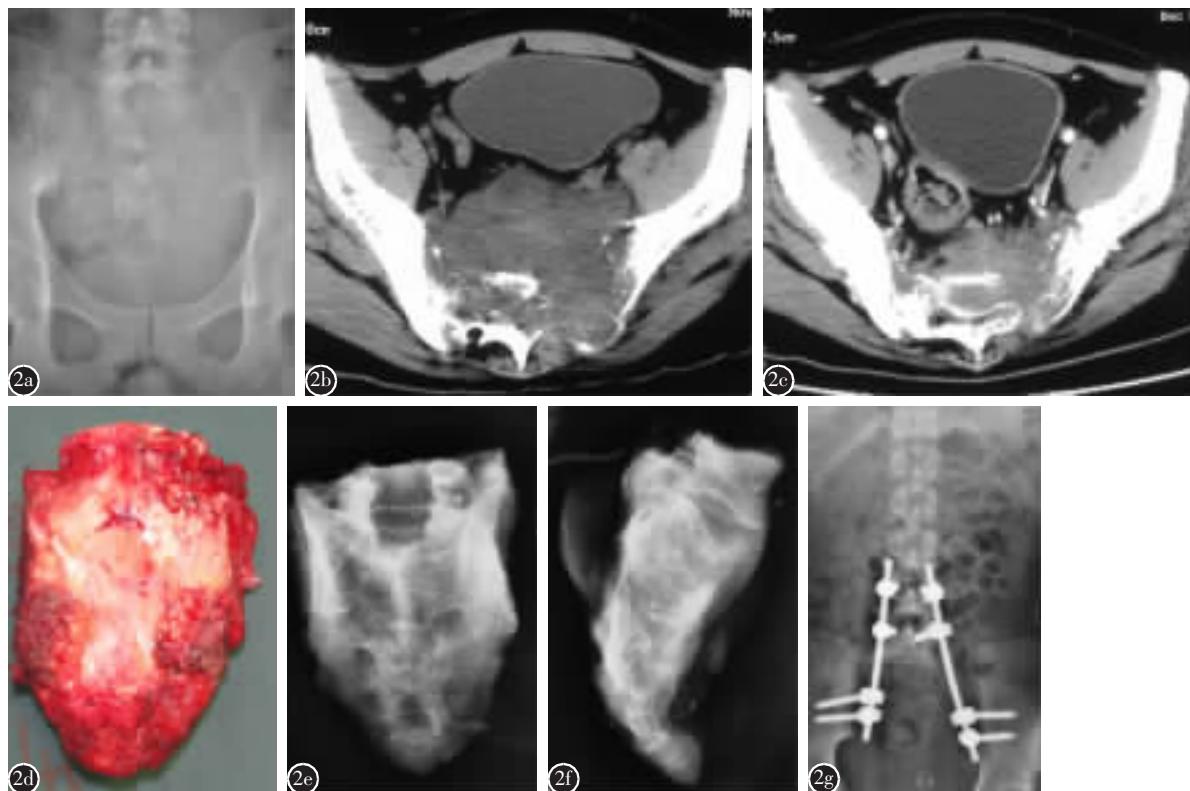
患者男性,20岁,骶骨尤文肉瘤 a、b 化疗前X线片及CT显示骶骨骨质破坏、软组织肿块形成 c 化疗后CT示肿瘤软组织肿块明显缩小 d-f 行一期前后联合入路全骶骨切除、钉棒系统内固定、重建腰骶稳定性手术,术后完整切除的全骶骨标本大体像和X线片示骨块完整 g 术后X线片示内固定物位置良好
